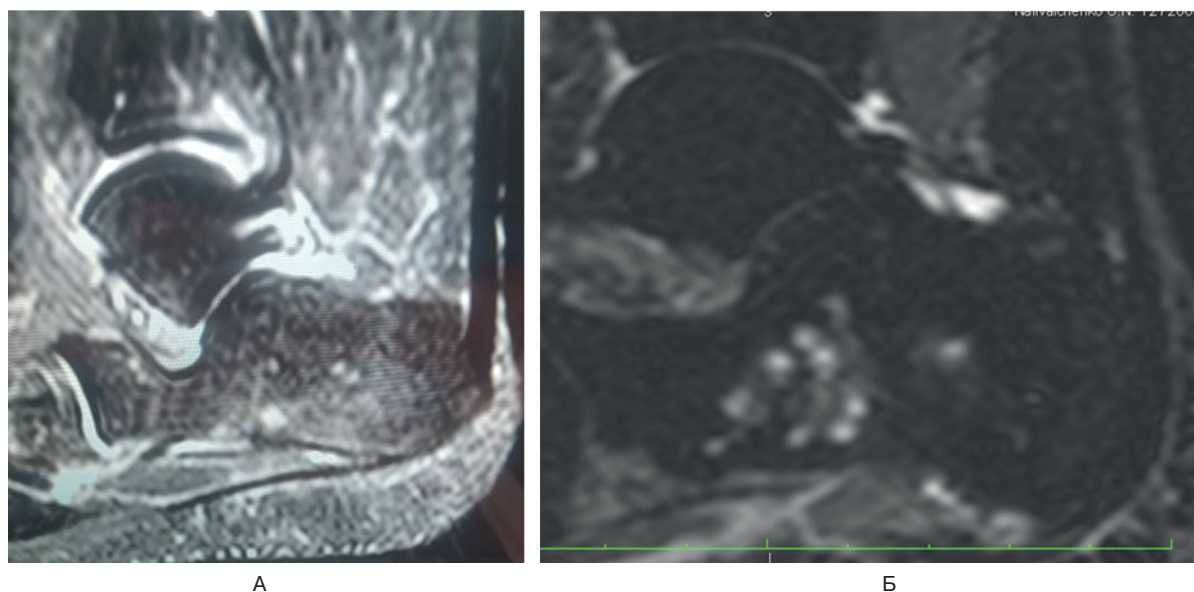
МРТ правой стопы у пациентки Г.
